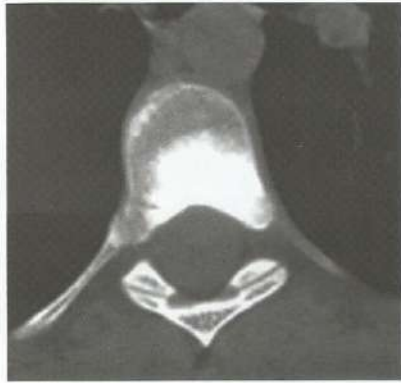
TC de coluna dorsal demonstrando metástase blástica de carcinoma de próstata.
